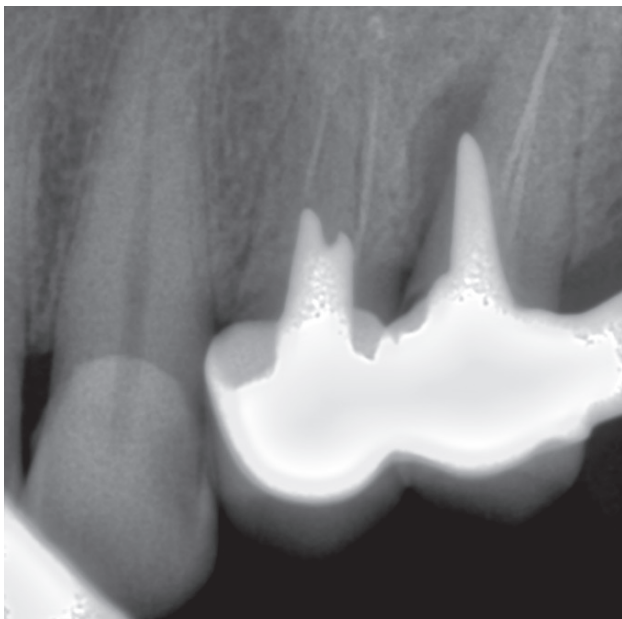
Вкладка в зубе 25 установлена в искусственно созданный ход с выведением ее верхушки в периодонт. Перфорация инфицирована, имеются рентгенологические признаки лизиса костной ткани
